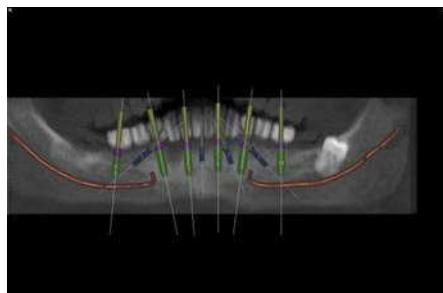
La ortopantomografía de la planificación del implante en el maxilar inferior.
